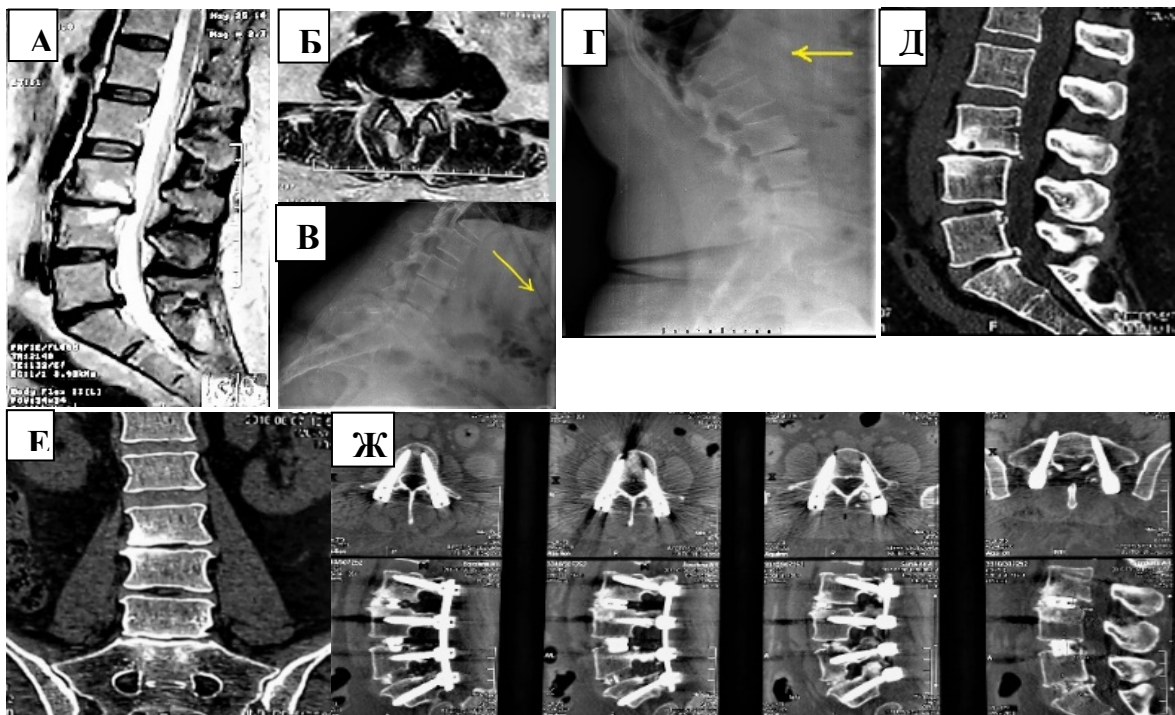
Пациентка С., 47 лет. МРТ (А, Б), функциональные рентгенограммы (В, Г), МСКТ (Д, Е) поясничного отдела позвоночника до операции; контрольная МСКТ после первичного вмешательства TLIF L3–S1 (Ж)
